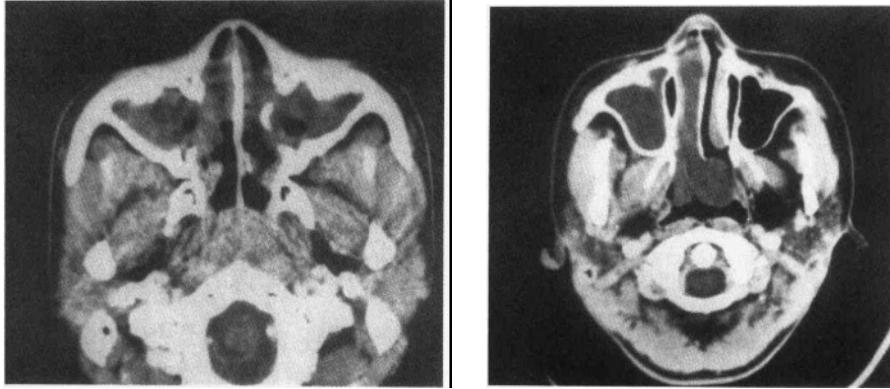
e~f 鼻和鼻窦息肉的 CT 表现
